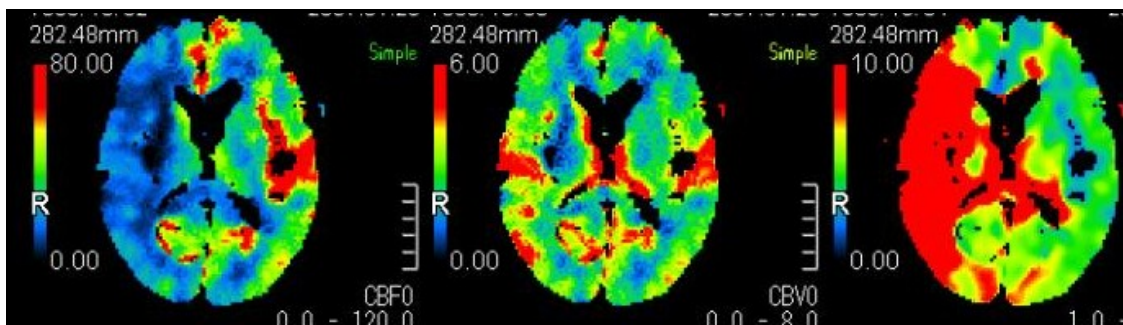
Estudio de perfusión cerebral mediante TC que muestra isquemia en territorio de arteria cerebral media derecha con infarto establecido sólo en su porción más profunda. La penumbra isquémica es grande.
